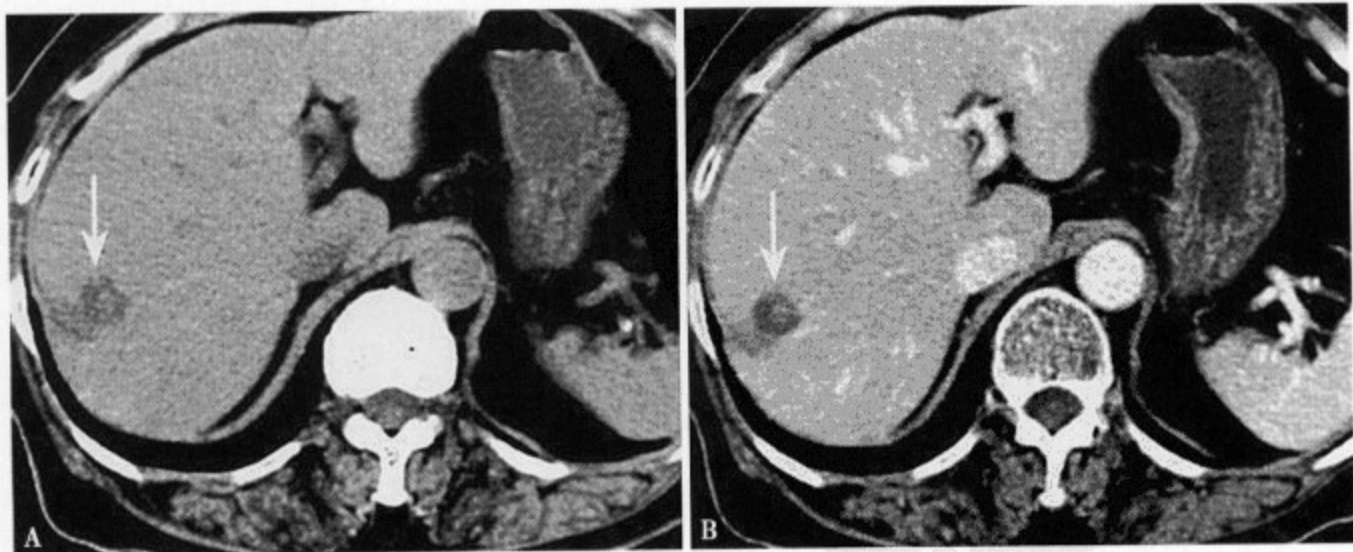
肝右叶硬化性血管瘤: CT 平扫 (A) 显示肝右叶直径约 2.5cm 结节状不均匀低密度灶; 增强 CT 动脉~静脉期 (B) 病灶中心轻度强化, 边缘不强化呈环状低密度区
